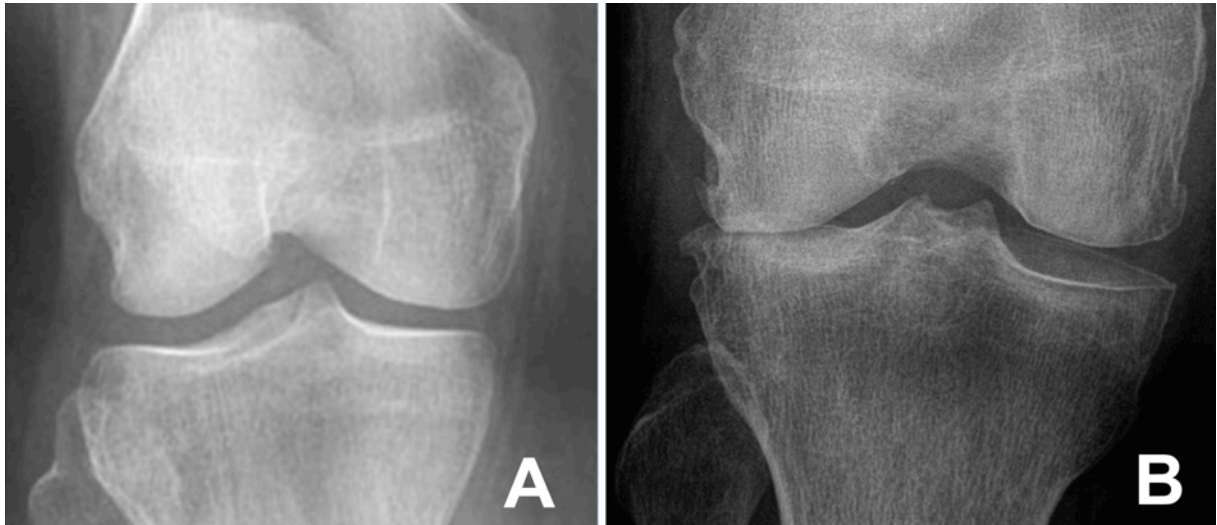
Radiographies de face de genoux arthrosiques inclus dans l'étude pour l'analyse des compartiments fémoro-tibiaux. A. Pincement fémoro-tibial médial < 50% d'un genou droit avec absence d'ostéophytes, correspondant à un grade 2 de Kellgren-Lawrence. B. Genou droit avec un pincement fémoro-tibial latéral > 50% et présence d'ostéophytes (grade 3 de K-L).
